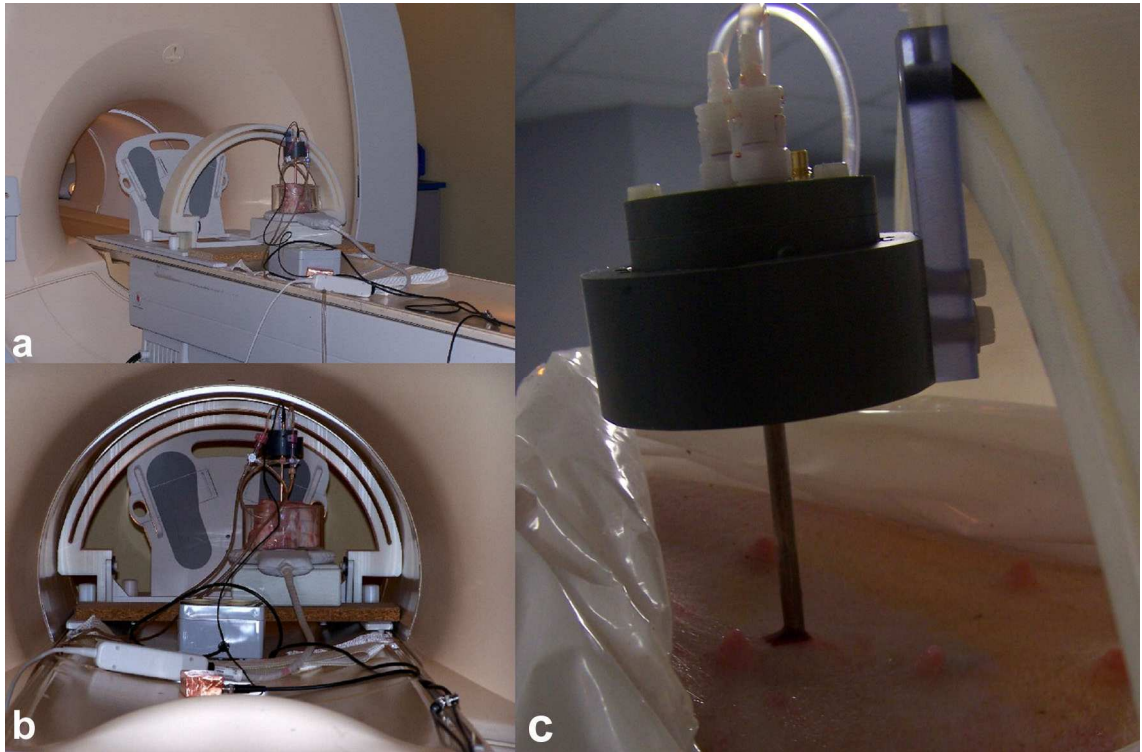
Arceau rigide fabriqué en PVC avec support dédié pour la rotation pas à pas de l'applicateur ultrasonore. Les images a). et b). illustrent le montage expérimental *ex vivo*; et c). l'applicateur *in situ* dans le foie du porc *in vivo*.
